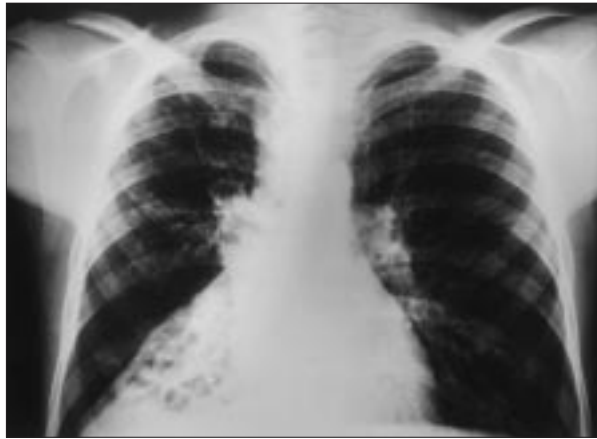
Radiografía de tórax al diagnóstico.
